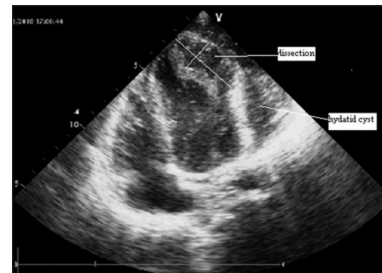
Transthoracic echocardiography shows a left ventricular apical hydatid cyst.
